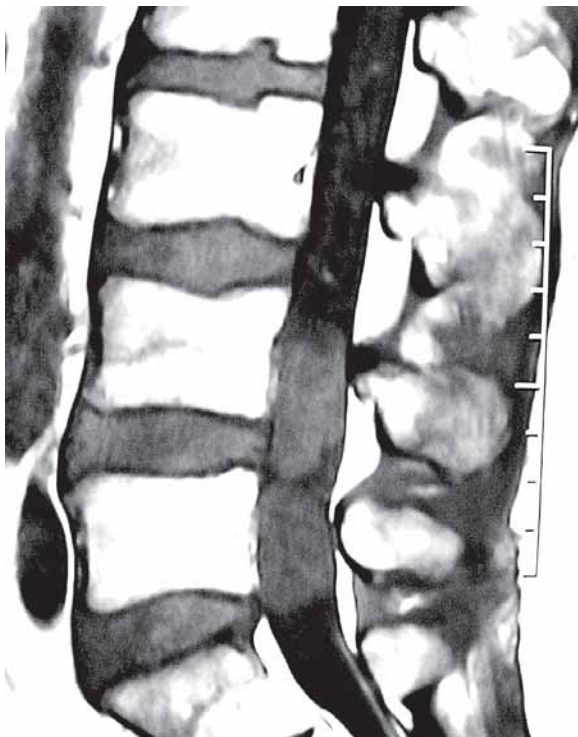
Ressonância magnética em T1, sem contraste, mostrando duas lesões com hipossinal, dentro do canal raquiano.
